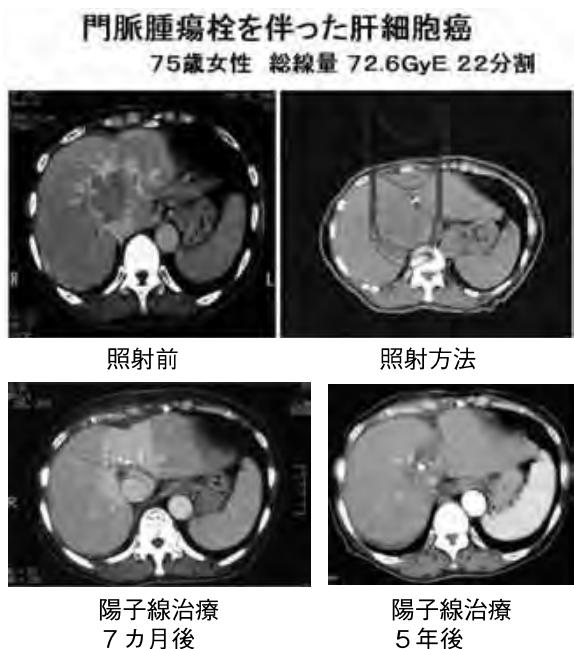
門脈という肝臓内にある太い血管に入り込んだ大きな肝細胞がんで、陽子線治療以外の治療法は困難と判断されました。この患者様の治療前のCT画像、陽子線が当たっている範囲を示した線量分布図、陽子線治療7カ月、5年後のCT画像を提示しました。7カ月後にはがんは消失し、この状態が5年間続いています。
